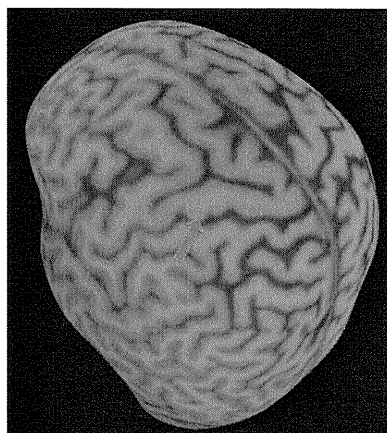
Brain surface view of MRI. Red arrow indicates the left primary motor cortex hand area.
